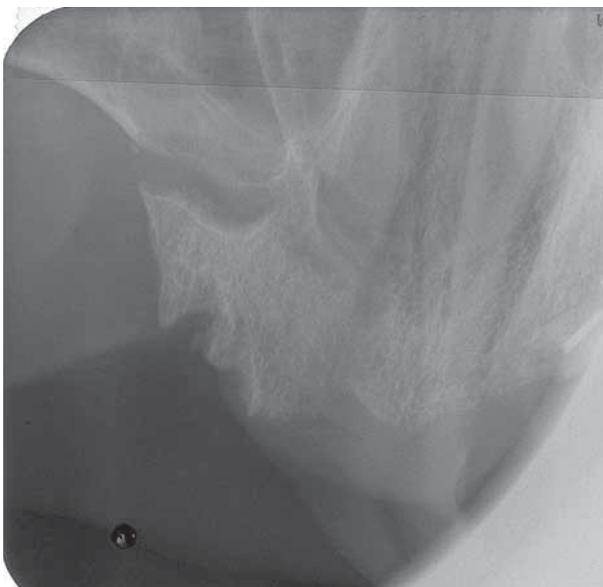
Im Oberkiefer-Aufbissröntgenbild lässt sich der Sequester gut erkennen, die Abgrenzung zur Kieferhöhle ist unklar.
